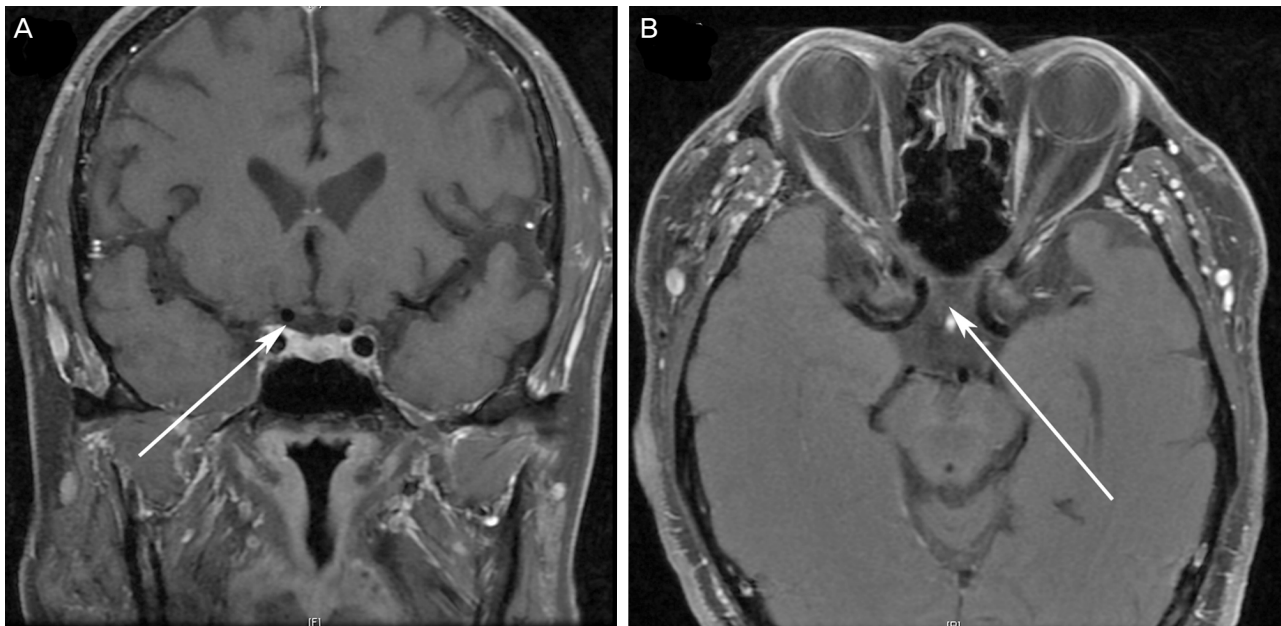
Gadolinium-enhanced T1-weighted MRI in 8 months after steroid treatment. Enhanced lesion which optic glioma was suspected was lost and atrophic change (white arrow) was observed at coronal view (A) and axial view (B).
